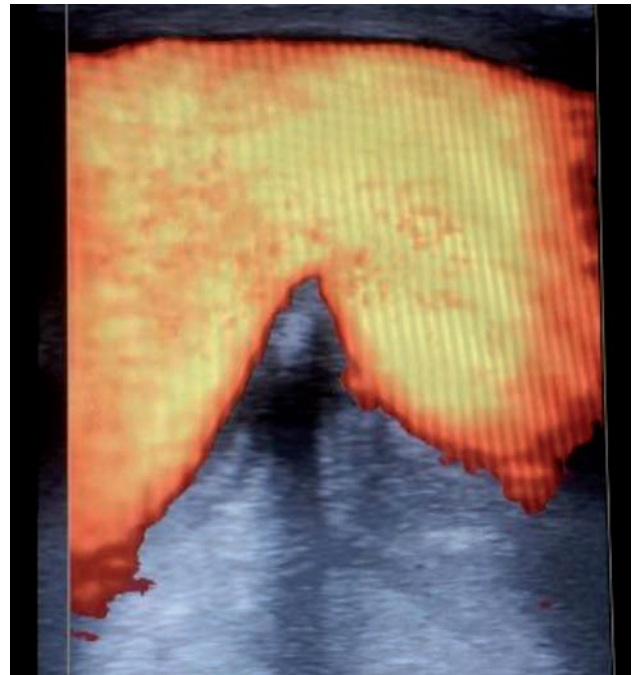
Ultrasonido Doppler del brazo izquierdo con un pseudoaneurisma venoso.
